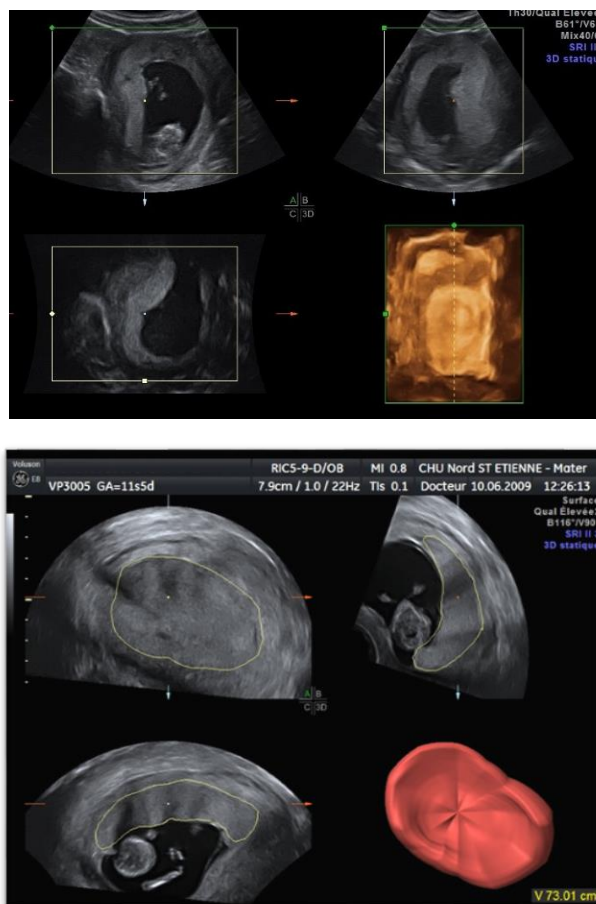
Technique de mesure du volume placentaire. Acquisition du VP en échographie 3 dimensions sur Voluson E8. Travail de l'image (ajustement permettant de visualiser le placenta entièrement, amélioration du contraste entre placenta et myomètre). Contour manuel du placenta plan par plan autour d'un axe fixe de 30°
